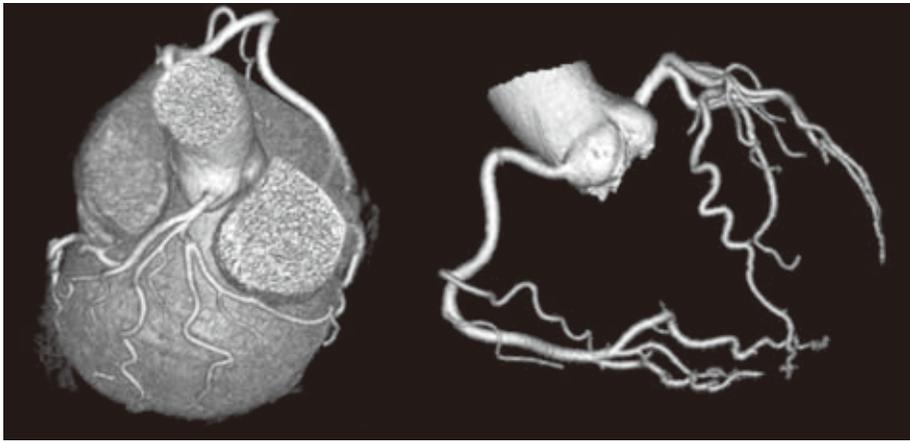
冠動脈 CT 画像 (大分県立病院より提供)
